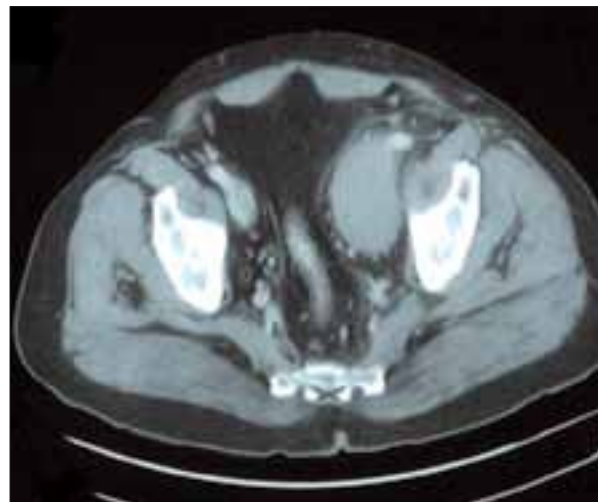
Tomografía axial computarizada: trombosis de las venas femoral común, ilíaca externa y primitiva izquierdas, con dilatación de las venas ilíaca primitiva y externa.
